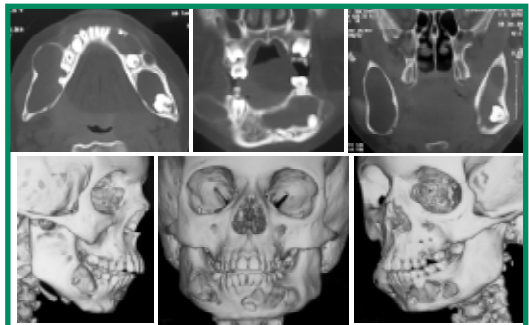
TAC y 3D donde se observa el desplazamiento de las piezas dentarias, el abombamiento de las corticales y el tamaño de la lesión.
